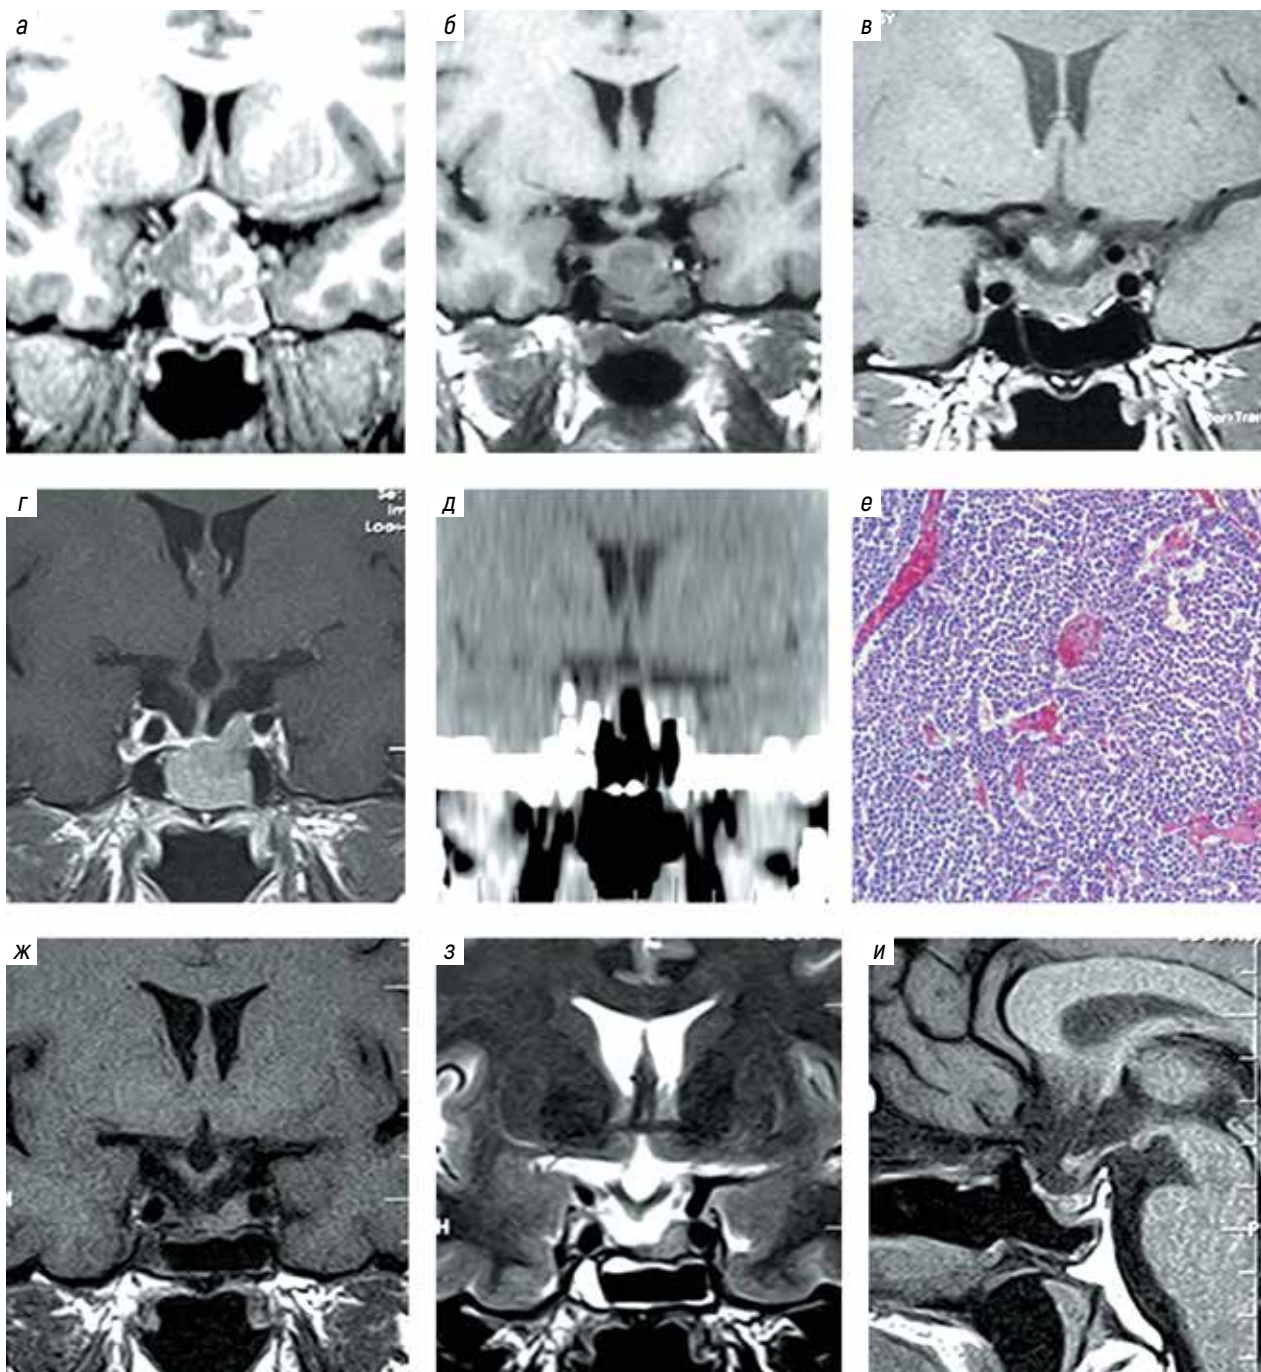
Клинический пример рецидива аденомы гипофиза после питуитарной апоплексии. Пациент 26 лет в 2010 г. пережил эпизод появления выраженной головной боли, тошноты и рвоты, ухудшения зрения. Был госпитализирован в неврологическое отделение городского стационара. По данным МРТ, выполненной на 2-е сутки, – картина эндосупраинфраселлярного образования [а]. На фоне инъекций дексаметазона и заместительной терапии. По данным МРТ через 2,5 мес отмечено существенное сокращение опухоли [б]. По данным МРТ через 8 мес после апоплексии картина полной резорбции опухоли [в]. Пациент не выполнял МР-контроли в течение 11 лет. Выполнив контроль в связи с появлением головной боли, он узнал о формировании рецидива опухоли [г]. Опухоль полностью удалена трансназально по данным КТ-контроля сразу после операции [д] и по данным МРТ-контроля через 2 мес после операции [ж-и]. Микроскопически опухоль – типичная аденома гипофиза [е]: весь присланный материал представлен фрагментом опухоли солидного строения, состоящей из монморфных круглых клеток с круглыми ядрами, эозинофильной цитоплазмой, отмечаются единичные периваскулярные структуры
